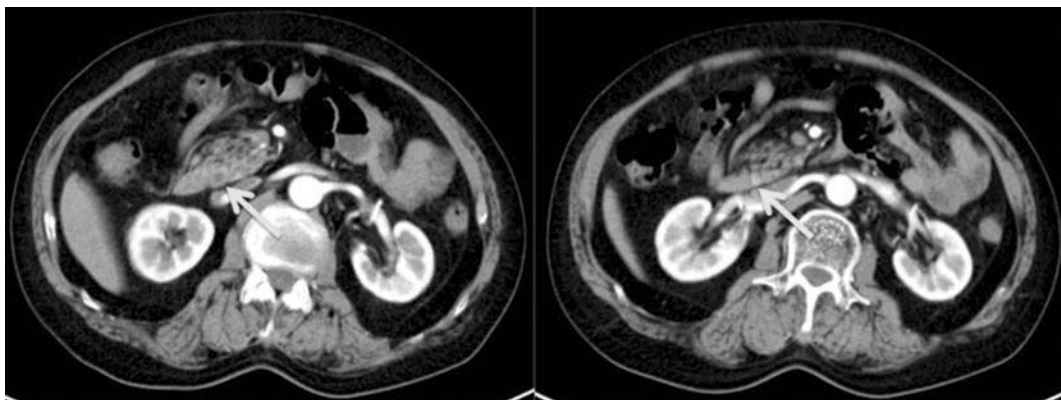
造影 CT 早期相 下部胆管末端に早期より造影効果を示す壁肥厚を認める。
